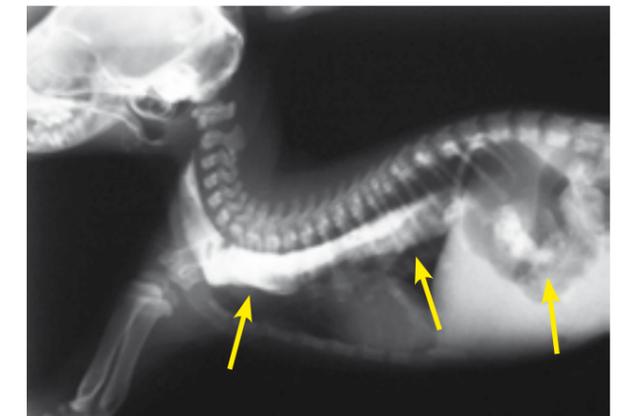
Radiografías torácicas en proyección LL con contraste de bario en las que se observa una dilatación esofágica y la llegada del contraste al estómago.
